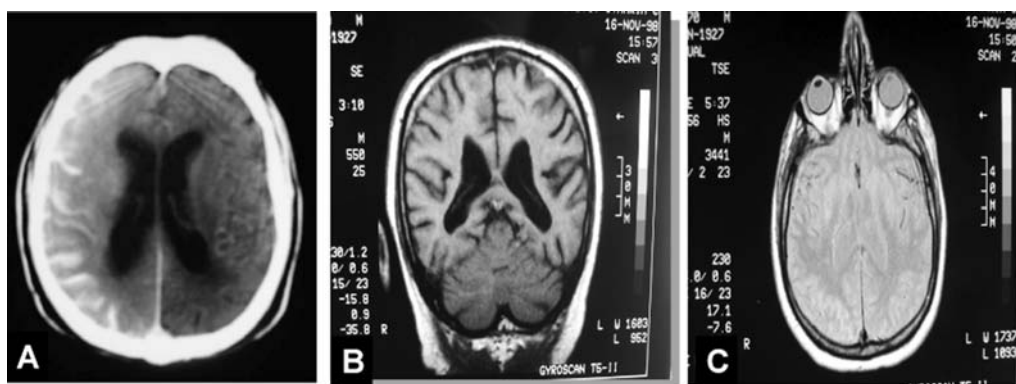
Sindrome da iperperfusione. A: tomografia computerizzata cerebrale che dimostra un'emorragia intracranica poche ore dopo angioplastica della carotide interna destra in paziente con occlusione controlaterale. B e C: risonanza magnetica che evidenzia risoluzione del sanguinamento intracranico dopo 4 giorni di trattamento intensivo con farmaci antipertensivi.
